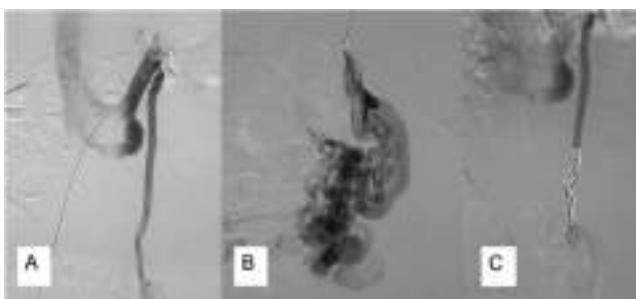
Embolización de la v. gonadal izquierda (A) con vena renal izquierda retroaórtica. Es fundamental estudiar con TAC/RMN la anatomía y sus variantes posibles antes de realizar la flebografía diagnóstico terapéutica. Obsérvese el gran varicocеле (B) que depende de una gonadal no en exceso dilatada, embolizada con coils y espuma de polidocanol proximalmente (C).
